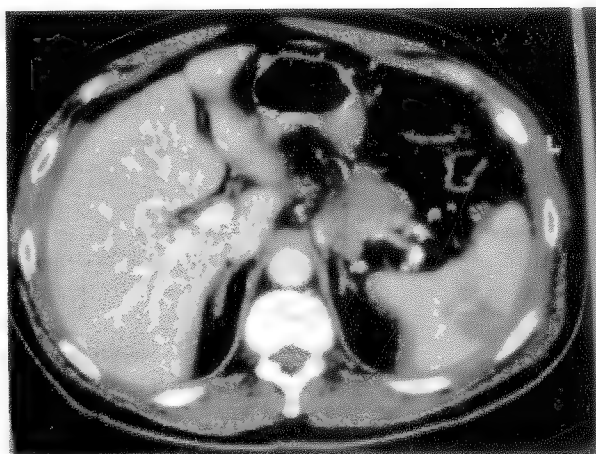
Ruptură splenică gradul IV (examen CT – Laboratorul de imagistică al S.C.U.B.).
